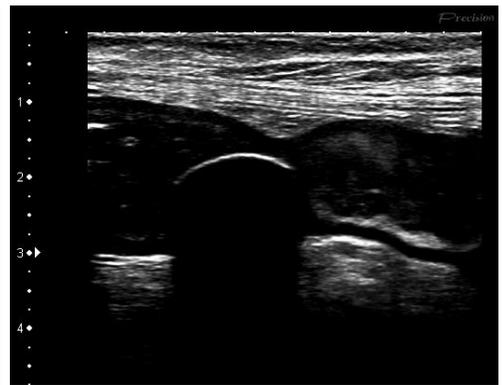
腹部超音波検査(入院時): 右下腹部の回腸内腔内に表面平滑な半類円形の境界エコーとそれよりただちに移行する音響陰影を認めた.
